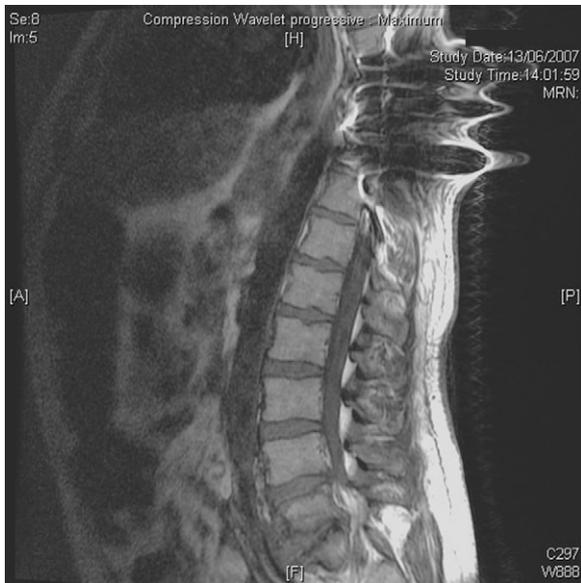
IRM rachidienne initiale, sagittale T1 – aspect irrégulier des plateaux vertébraux, hyposignal des corps vertébraux et abcès des parties molles pré-vertébrales ayant fait évoquer une spondylodiscite.
